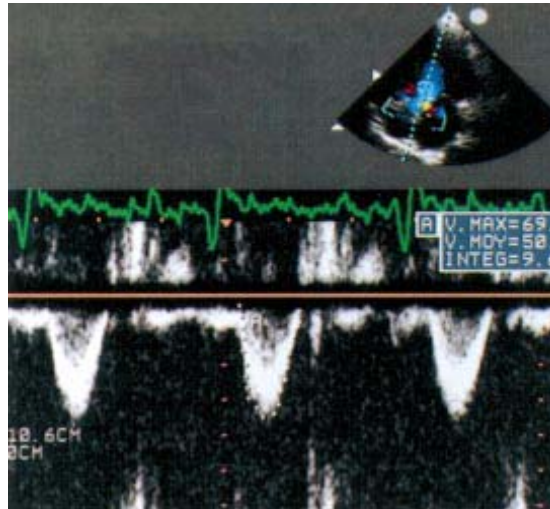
Mesure de la vitesse dans la chambre de chasse du ventricule gauche juste sous les sigmoïdes aortiques en doppler pulsé. L'intégrale temps-vitesse (ITV) de ce signal permettant de calculer le débit aortique est très diminuée (9,6 cm) chez ce patient présentant une cardiopathie ischémique en insuffisance cardiaque.
